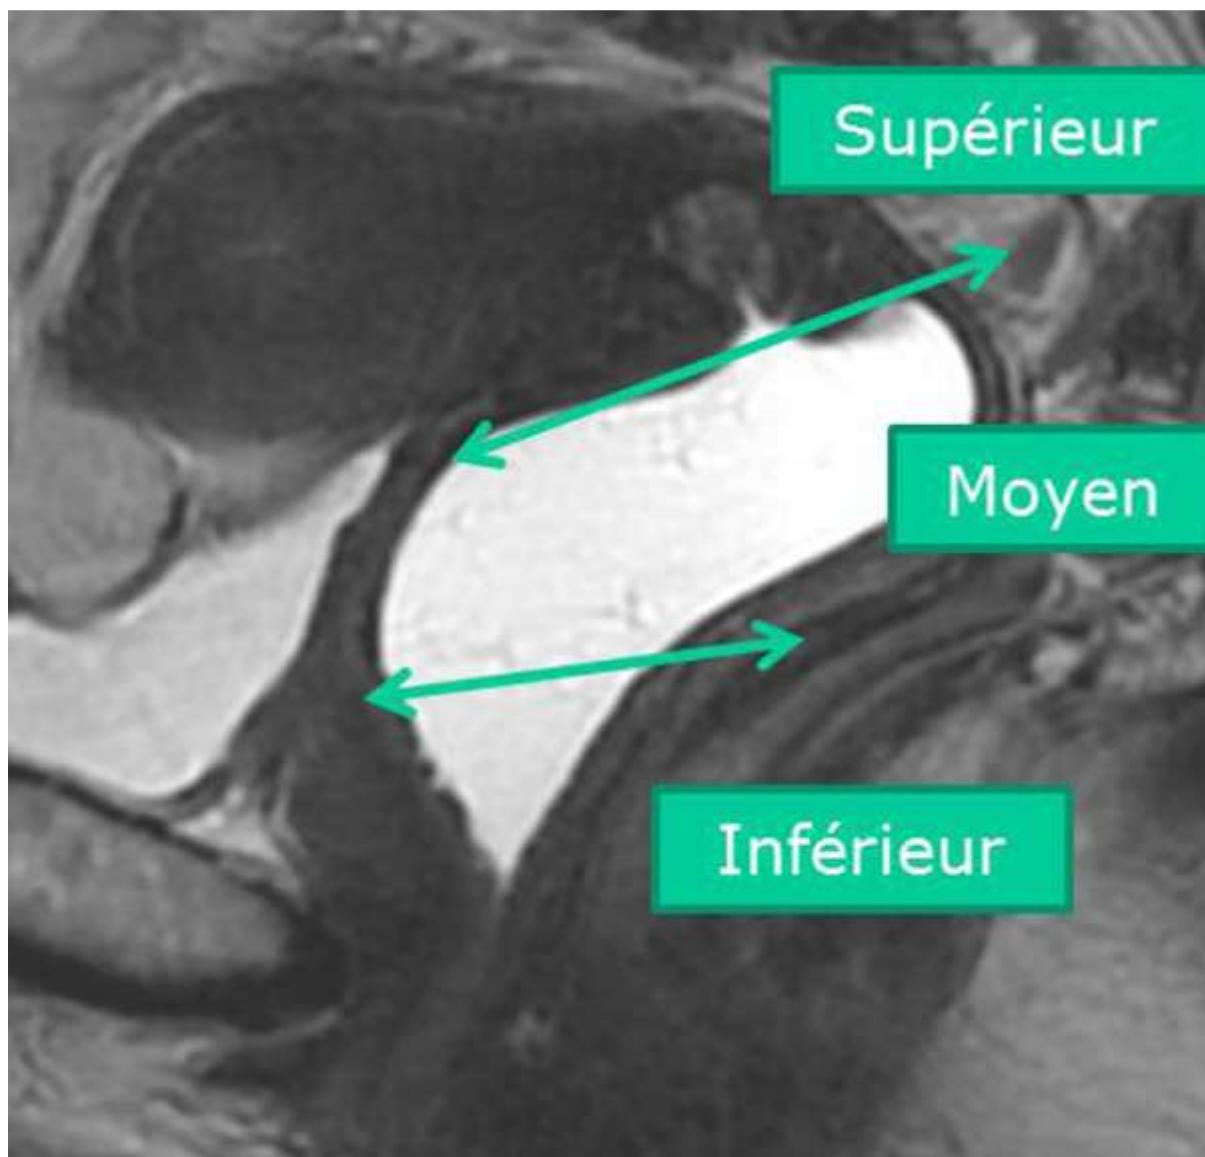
Anatomie vaginale : division du vagin en trois portions.IRM, coupe sagittale, séquence pondérée en T2
